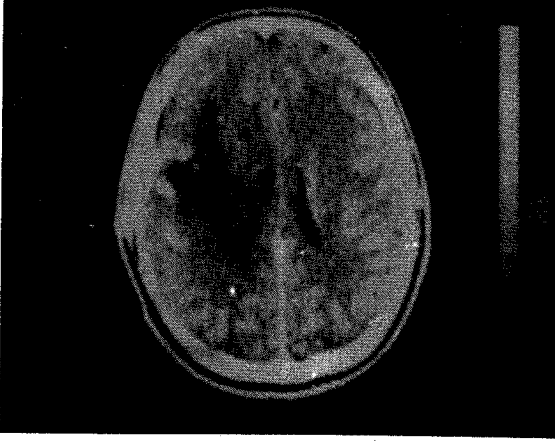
Ameliyattan 1 hafta sonra çekilen BT'de düzensiz kontrast tutulumu.
